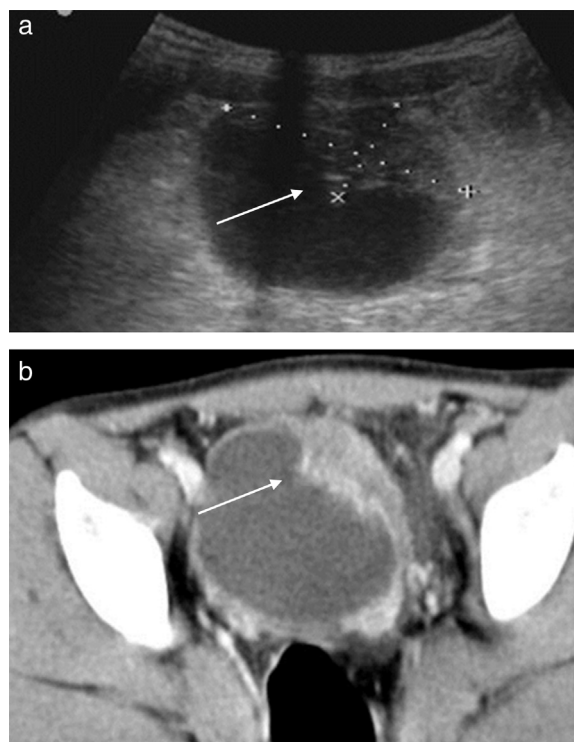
La ecografía (a) y la tomografía axial computarizada (b) mostrando un engrosamiento de la pared vesical simulando carcinoma invasivo de vejiga.
